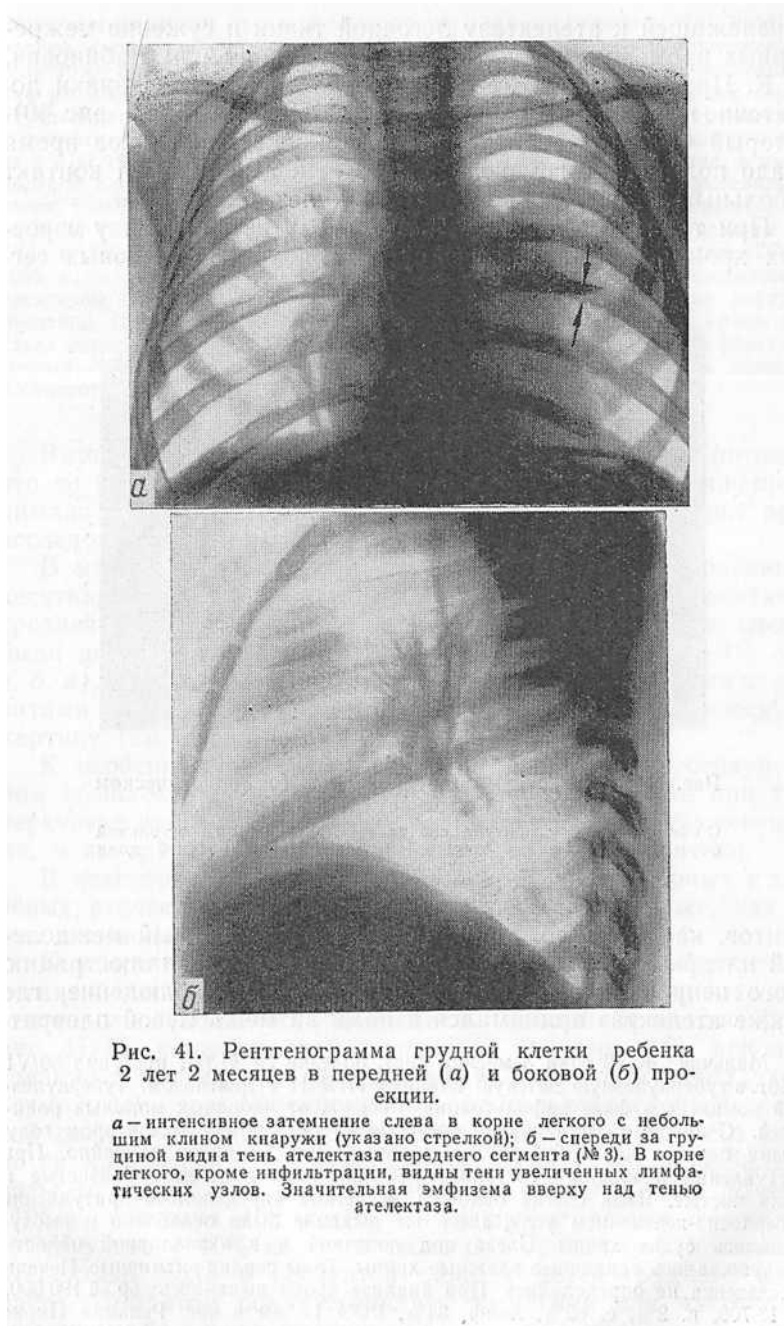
Рентгенограмма грудной клетки ребенка 2 лет 2 месяцев в передней (а) и боковой (б) проекции.
